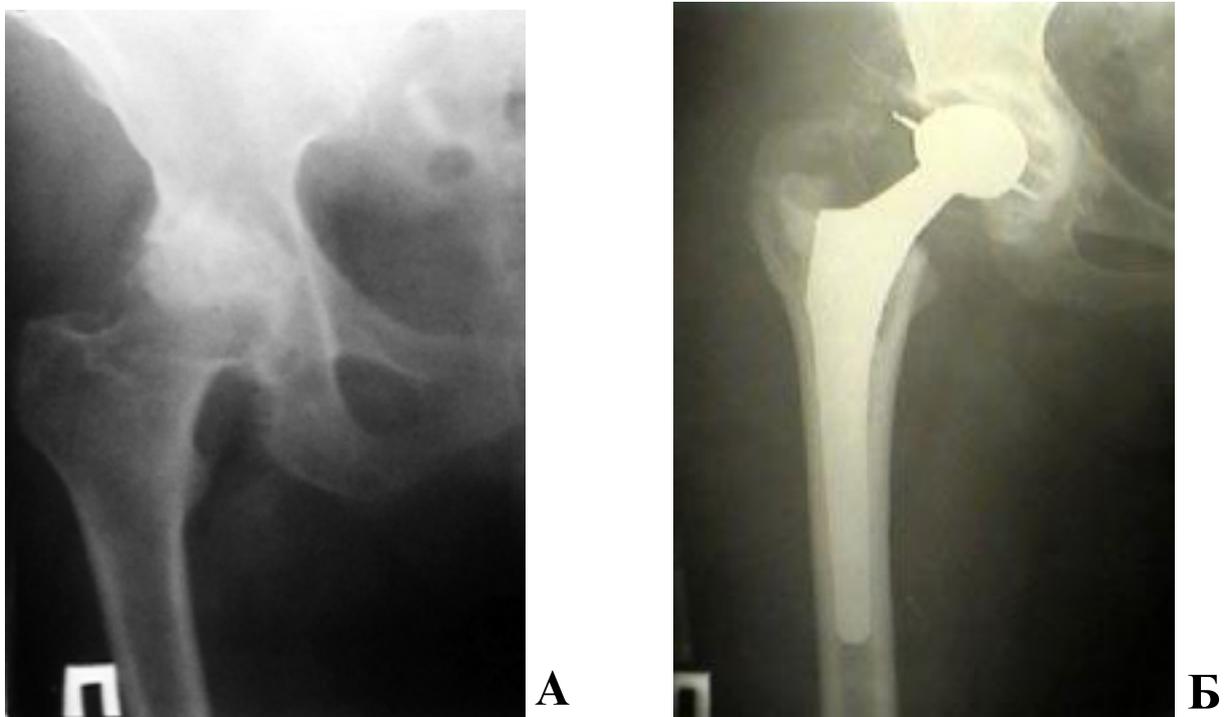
Рентгенограммы тазобедренного сустава больного диспластическим коксартрозом до (А) и через 4 года после тотального эндопротезирования правого тазобедренного сустава имплантатом Howmedica цементной фиксацией (Б).
